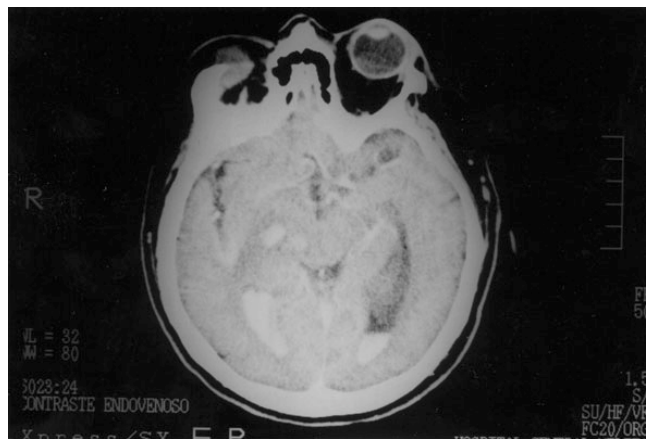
Tomografía de cráneo (Corte 2).
